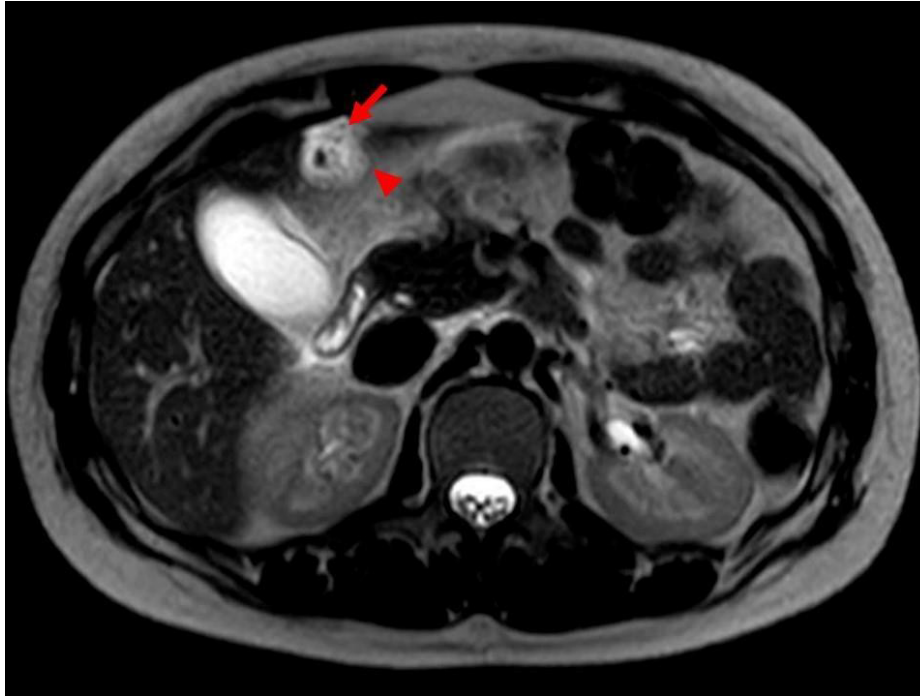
RM T2 axial, realizada na mesma data do segundo exame de TC, caracteriza-se heterogeneidade e infiltração líquida na fissura do ligamento falciforme (seta), de aspecto arredondado em virtude da reflexão peritoneal que compõe o ligamento falciforme, caracterizada por delgada linha hipointensa circunjacente (cabeça de seta). Nota-se, ainda, foco hipointenso central o qual pode corresponder ao próprio ligamento falciforme ou à trombose.
